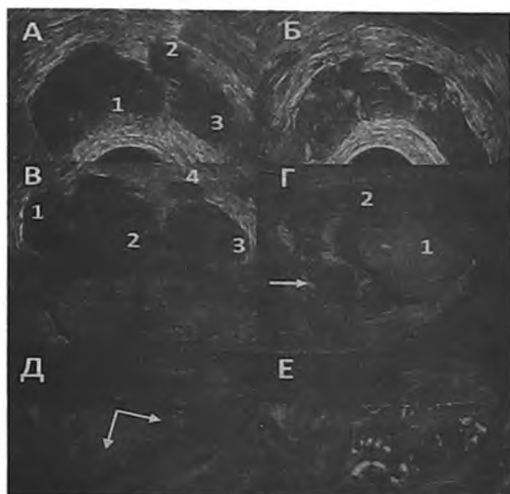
Пациент С., 28 лет. Острый уретропростатит, острый правосторонний везикулит, острый правосторонний деферентит. В анамнезе – трихомонадный уретрит. Жалобы на болезненные эякуляции, гемоспермию. Температура субфебрильная. При пальцевом ректальном исследовании – увеличение и болезненность правой доли предстательной железы, правого СП; при пальпации мошонки – увеличение и болезненность правого СВП. А. ТРУЗИ. В-режим. 1 – увеличение правого СП (везикулит), 2 – увеличение ампулы правого СВП (ампулит), 3 – неизмененный СП слева. Б. ТРУЗИ. Режим доплерангиографии. Усиление сосудистого рисунка правого СП. В. 3D ТРУЗИ. Корональная проекция. 1 – увеличение правого СП, 2 – увеличение ампулы правого СВП, 3, 4 – неизмененные СП (3) и ампула СВП (4) слева. Г. Эхография правой половины мошонки. Поперечная проекция. 1 – яичко, 2 – придаток, стрелка - увеличенный СВП (деферентит). Д. Д. Продольная проекция. Увеличенный в размерах СВП (стрелки). Е. Режим доплерангиографии. Усиление сосудистого рисунка придатковой части СВП справа
